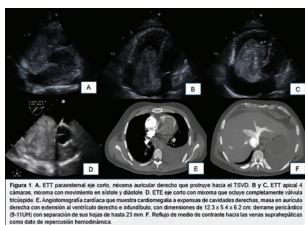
A. ETT parasternal eje corto, muestra masa tumoral dentro que prolifera hacia el TFO. B y C. ETT apical 4 cámaras, muestra un crecimiento en el eje y diámetro. D. ETT apical 4 cámaras con imagen que muestra completamente el tumor. E. Angiotomografía axial que muestra la extensión de la masa tumoral hacia la vena cava inferior. F. Angiotomografía axial que muestra la extensión de la masa tumoral hacia la vena cava inferior.
